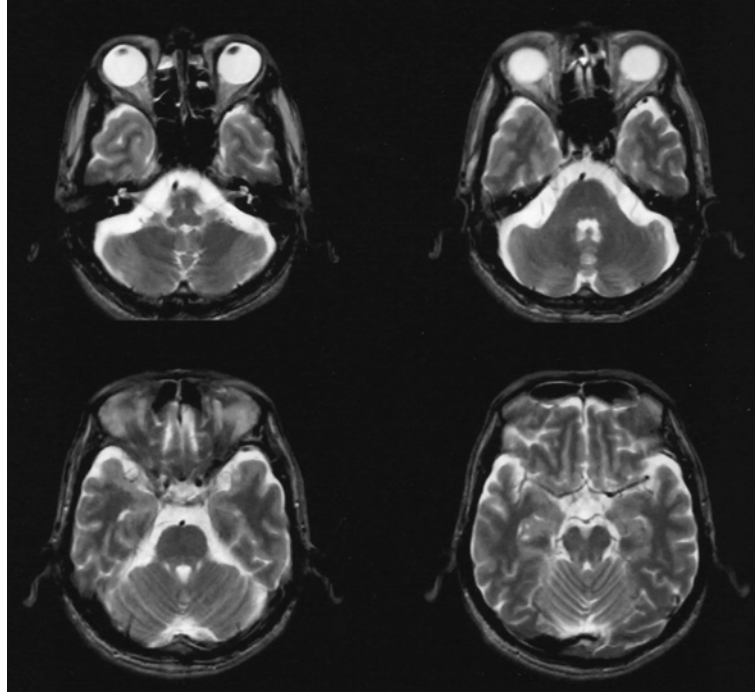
Brain MRI T2-weighted image (axial view: T2 TR/TE = 4,000/128)
